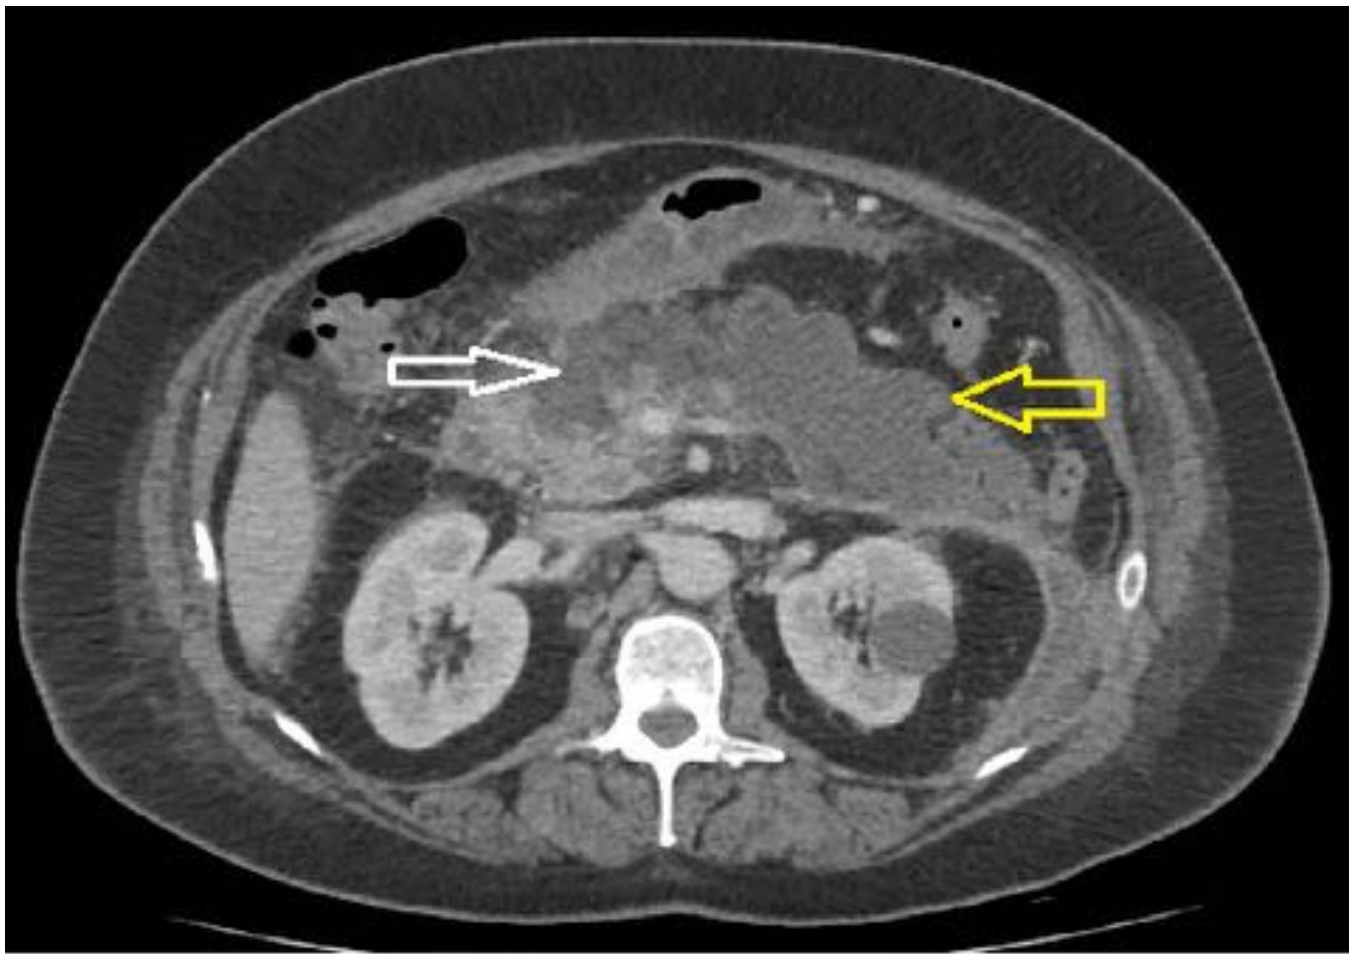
TC abdominal con CIV, plano axial. Pancreatitis aguda necrotizante . Áreas de necrosis (flecha blanca). Colección necrótica intrapancreática.(flecha amarilla)
